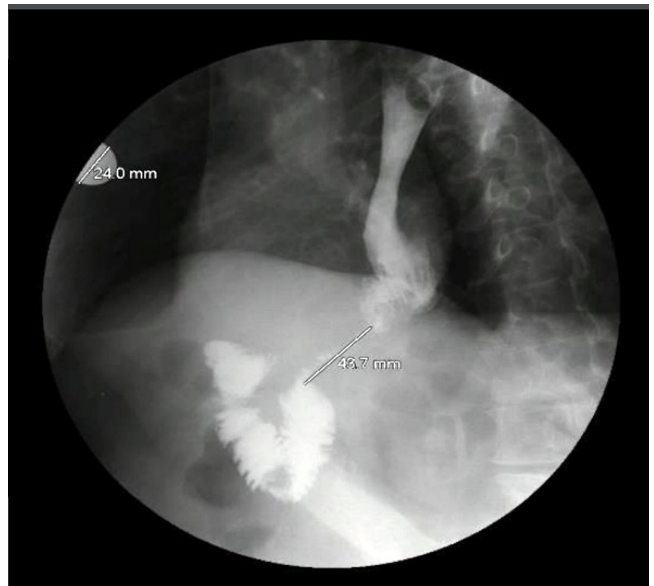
Radiografía de las vías digestivas altas.
